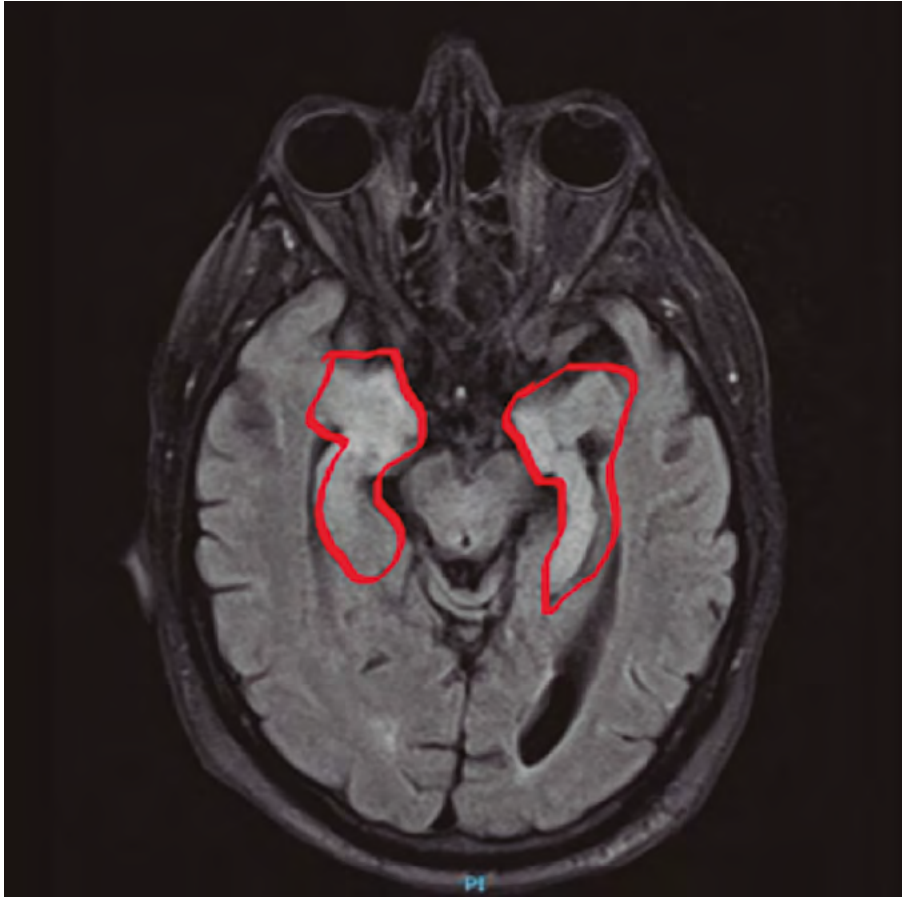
Imagen de RMN de cráneo donde se observa hiperintensidad medial de ambos lóbulos temporales en secuencia FLAIR (T2). Patrón compatible con encefalitis límbica.
